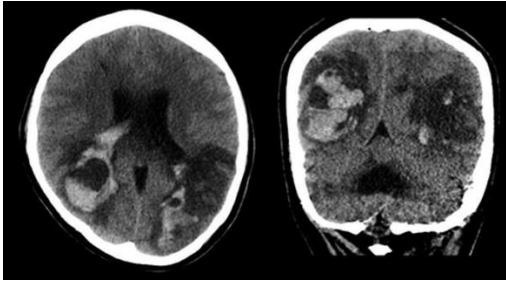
TC-CE com hemorragia intraparenquimatosa extensa do doente supracitado, duas semanas após o internamento, ou seja, cerca de um mês depois do início dos sintomas “típicos” da infecção a Sars-Cov-2 (Chalil et al., 2021).
